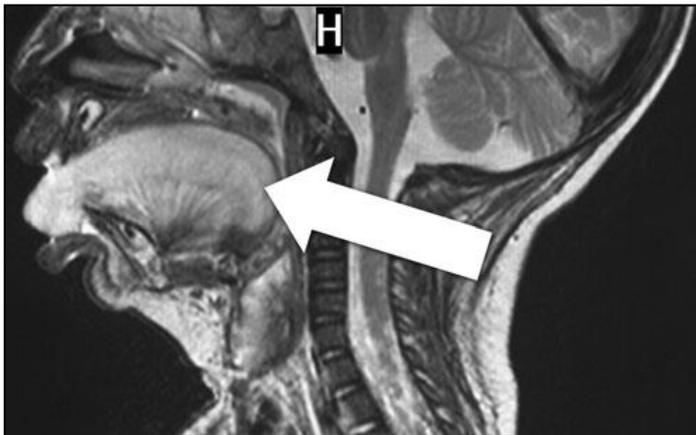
IMAGEN DE RESONANCIA MAGNÉTICA: LENGUA HINCHADA MASIVA EN EL DÍA 7 QUE OCUPA TODA LA CAVIDAD BUCAL Y FARÍNGEA SIN EVIDENCIA DE ABSCESO, HEMATOMA U OTRA ANOMALÍA QUÍSTICA
